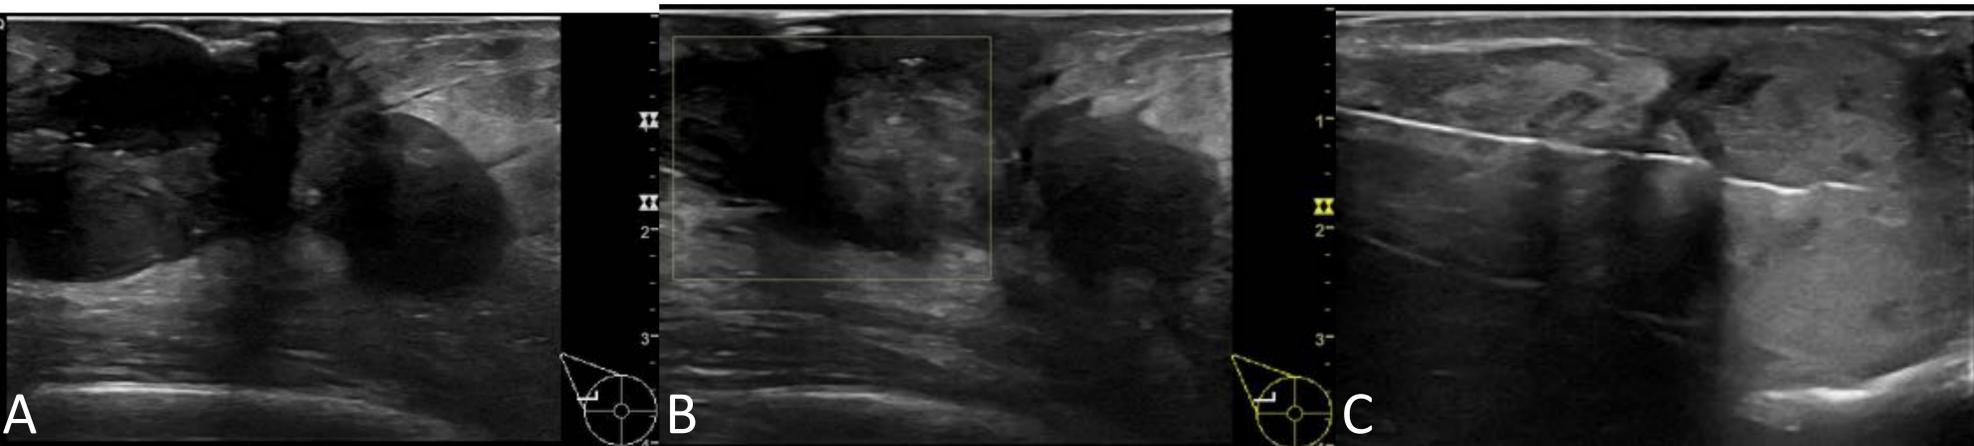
Ecografía. A. En escala de grises, se observa una masa sólida hipoecogénica irregular de 30 mm de diámetro máximo. B. En el estudio Doppler, presenta vascularización interna. C. Se realiza BAG ecoguiada.
